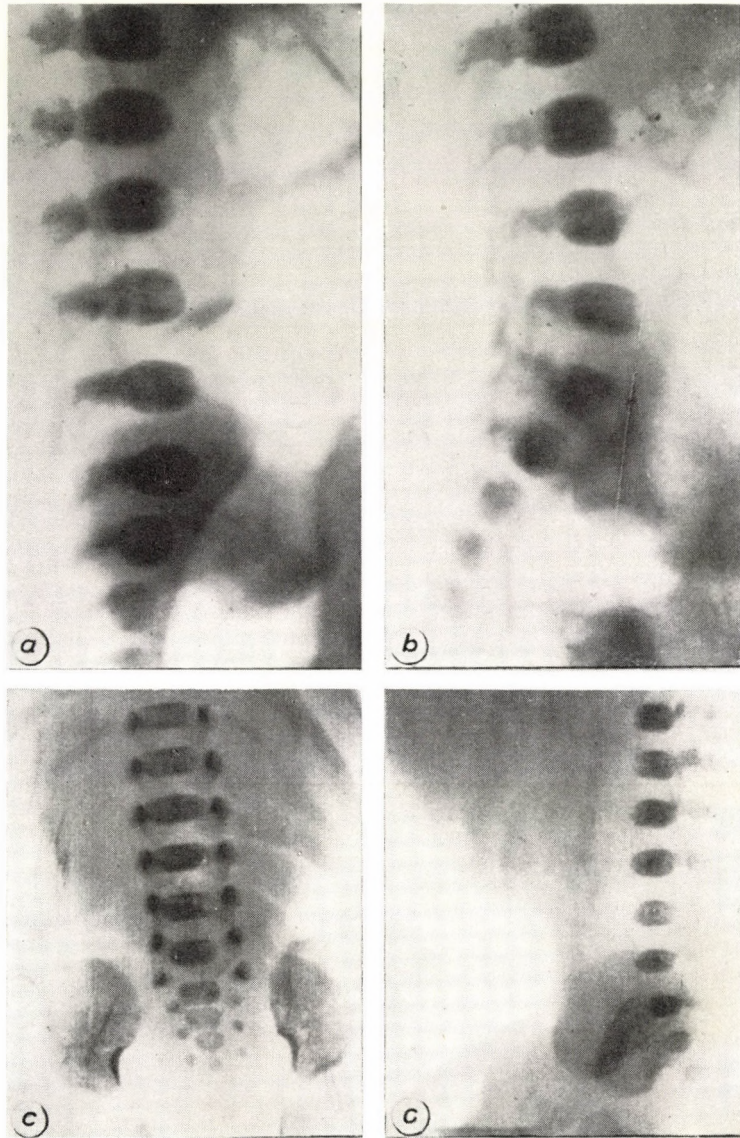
Seitenaufnahme der Wirbelsäule von zwei Neugeborenen (a, b). Aus den beiden nebeneinandergelegten Röntgenaufnahmen ist gut zu entnehmen, was für ein bedeutender Unterschied in der Lordose des Lumbosakralgelenkes besteht. Beim Neugeborenen „b“ passt sich das Kreuzbein dem Lumbalabschnitt mit einer wesentlichen ventralen Beugung an.
